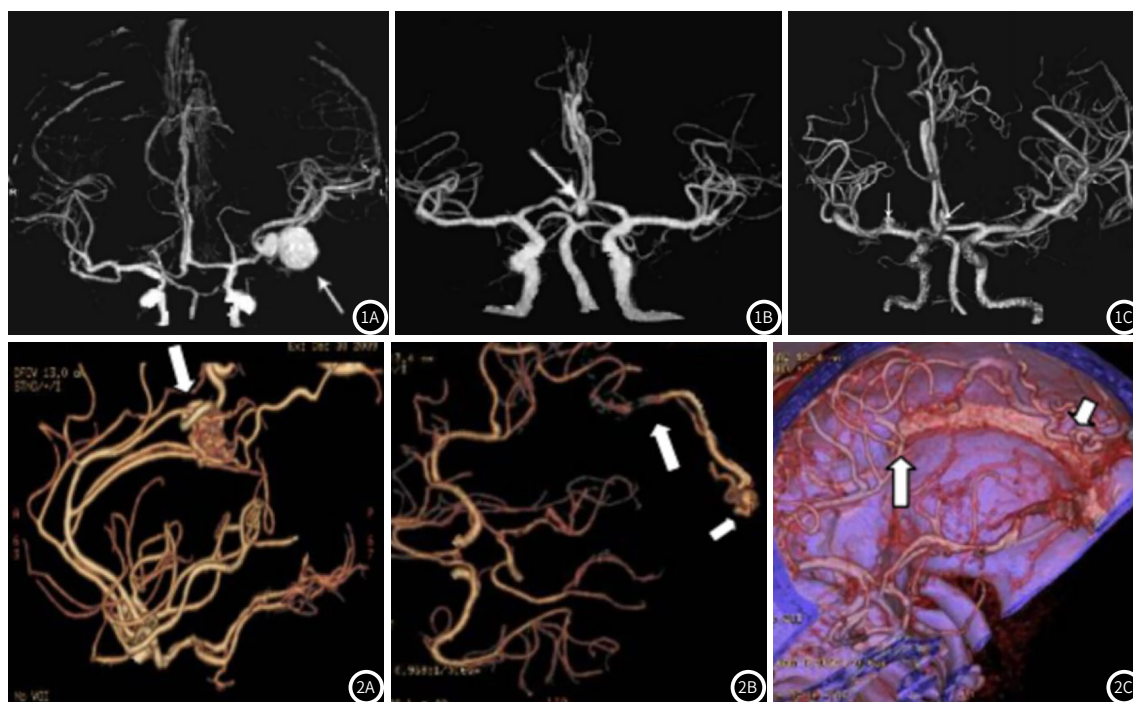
为动脉瘤CT图。图2 为动静脉畸形CT图。
